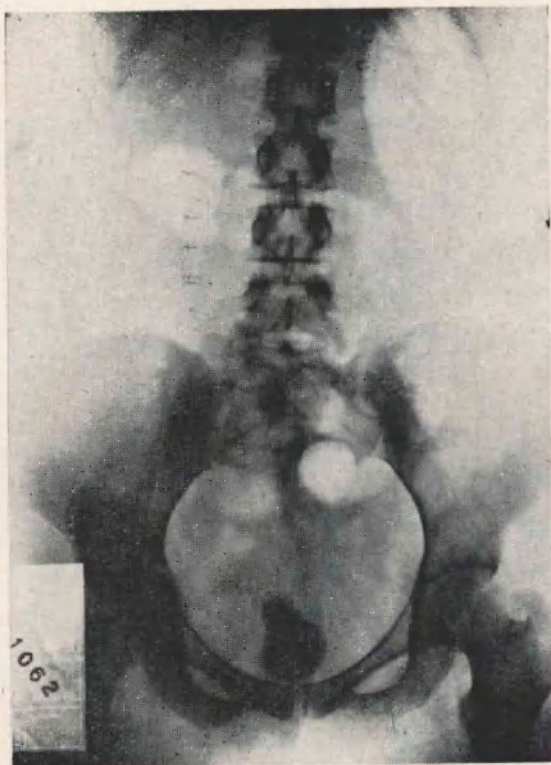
Radiografía simple.
